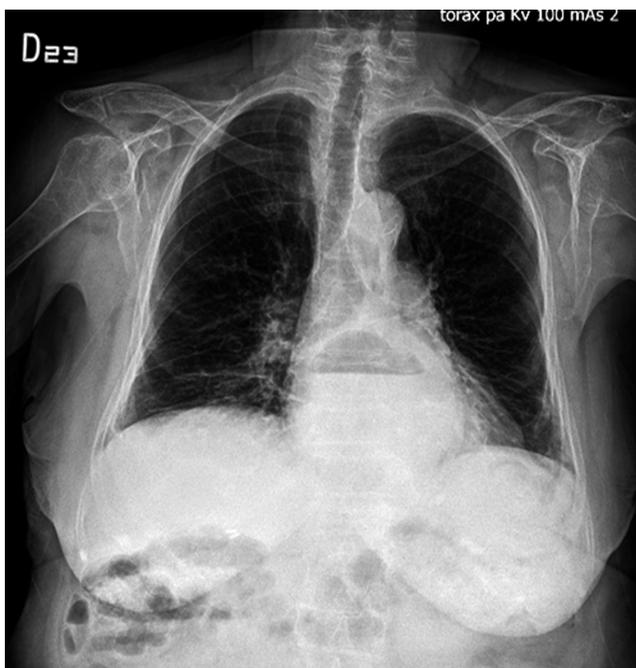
Radiografía de tórax: Se identifica ascenso de la cámara gástrica en el mediastino posterior, con nivel hidroaéreo.
